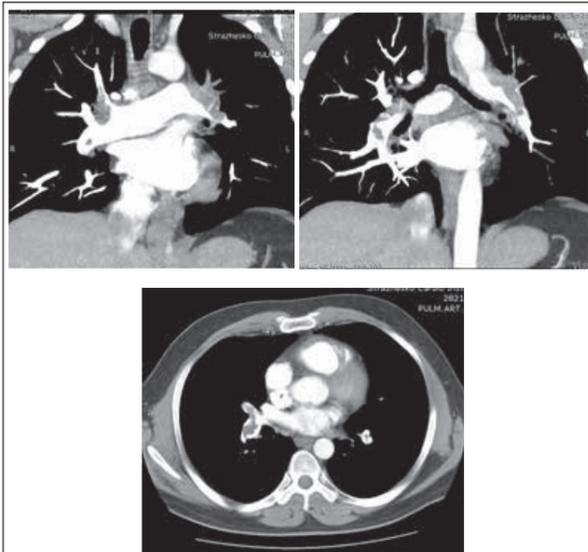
МСКТ пациента А с признаками тяжелой ТЭЛА
